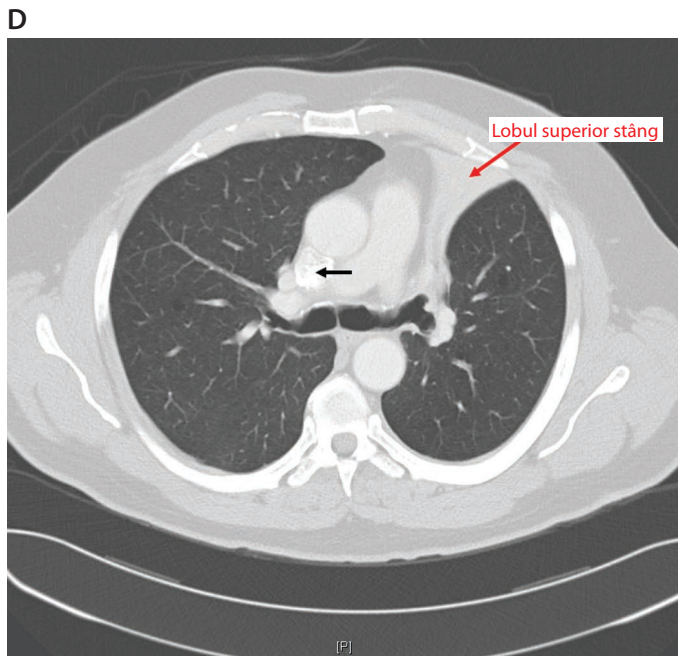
3 Imagine CT ce arată colaps al lobului superior stâng. Pacientul a fost descoperit cu leziune endobronșică (invizibilă pe imaginea CT) manifestată prin acest semn. Vena cavă superioară (*săgeata neagră*) este parțial opacifiată cu substanță de contrast i.v.
